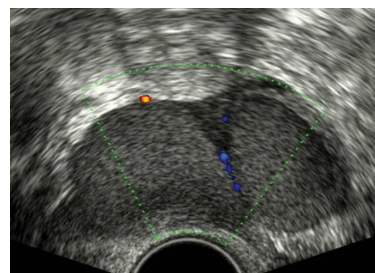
Ecografía transvaginal que muestra un quiste ovárico biloculado con ecos difusos en su interior. El estudio Doppler color muestra escasa vascularización. El diagnóstico ecográfico de quiste endometriósico fue confirmado por estudio histológico.
